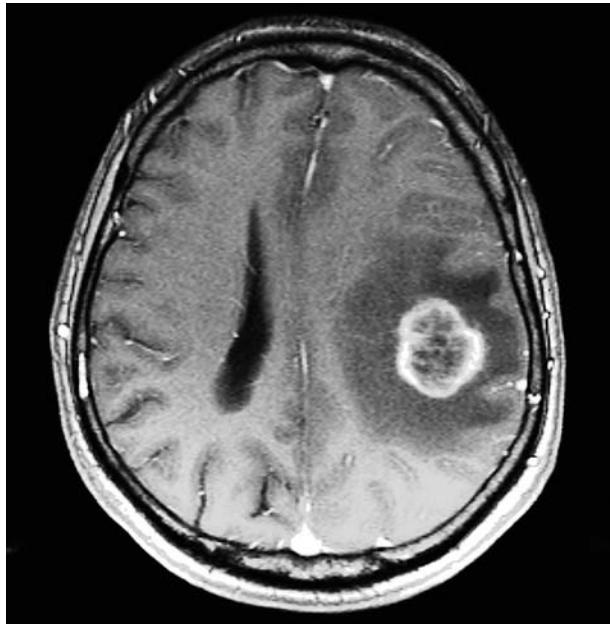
МРТ с контрастным усилением больной К. В задних отделах лобной доли на стыке с теменной определяется объемное образование округлой формы с некротическими изменениями в центральной части, накапливающее контрастное вещество по периферическому типу
